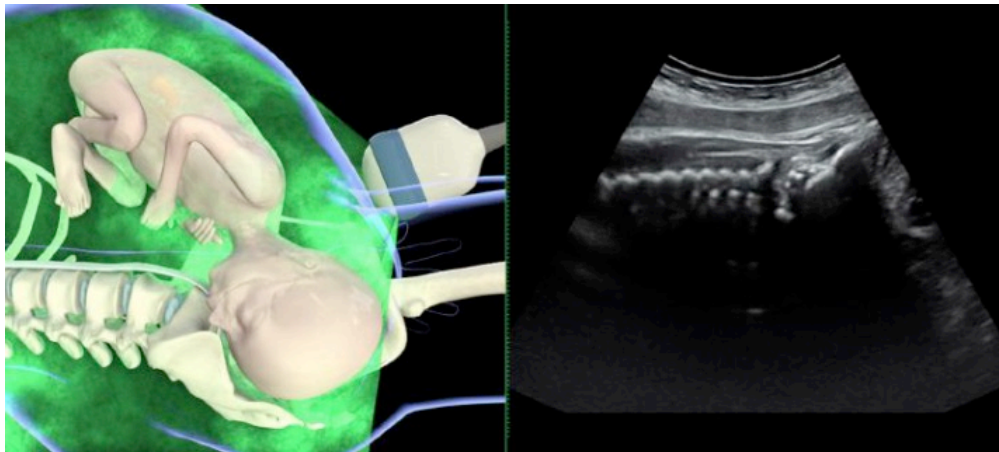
Examinarea ecografică transabdominală (în planul sagital) a fătului în poziției occipitală anterioară (Preluare după Youssef și colab.⁸¹.)
